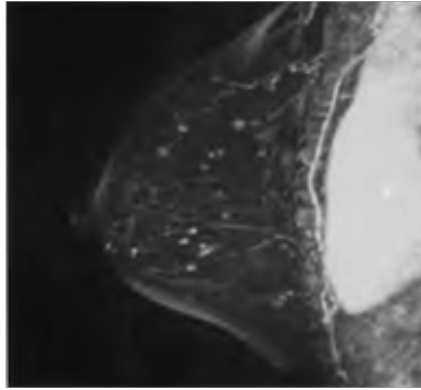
Grado: Leve realce parenquimatoso de fondo. RM de sustracción en proyección de máxima intensidad. Imagen ponderada en T1 con contraste y supresión grasa.
